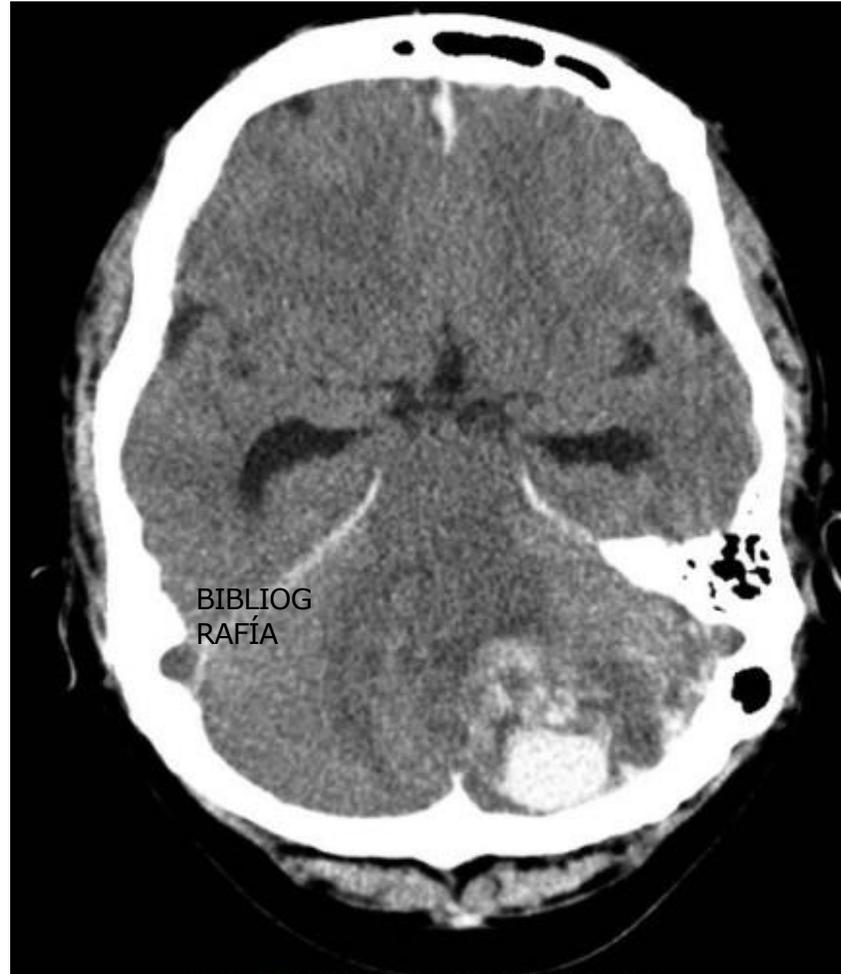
• TAC de una HIC de foco cerebeloso.
